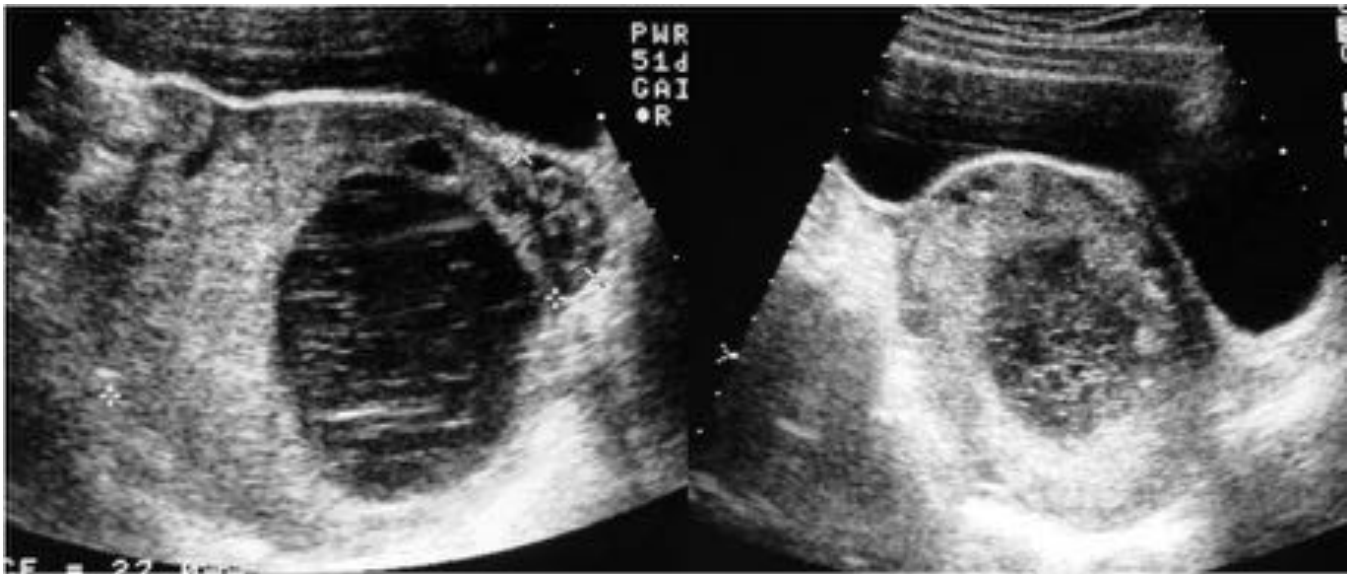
Ecografía : Aumento del tamaño del ovario, con múltiples folículos corticales, signo bastante específico. Ausencia de flujo con la exploración doppler, aunque en ocasiones el flujo está preservado debido al doble aporte arterial ovárico (arteria ovárica y ramas ováricas de la arteria uterina). Cuando se conserva el flujo venoso central puede ser signo de viabilidad uterina.
